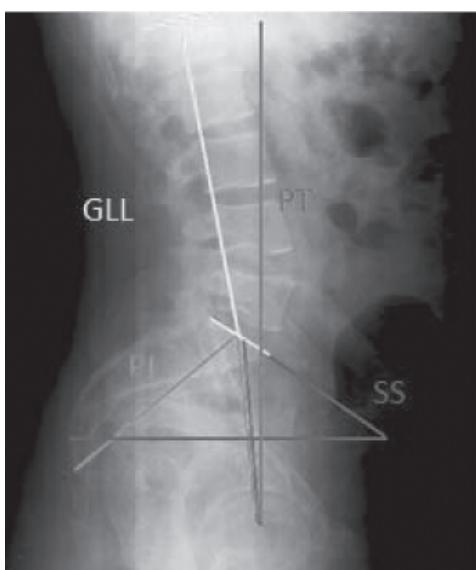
Рентгенограмма комплекса тазобедренные суставы – таз – позвоночник, выполненная в положении стоя, с расчетом основных параметров сагиттального позвоночно-тазового баланса: global lumbar lordosis (GLL), sacral slope (SS), pelvic incidence (PI), pelvic tilt (PT)
